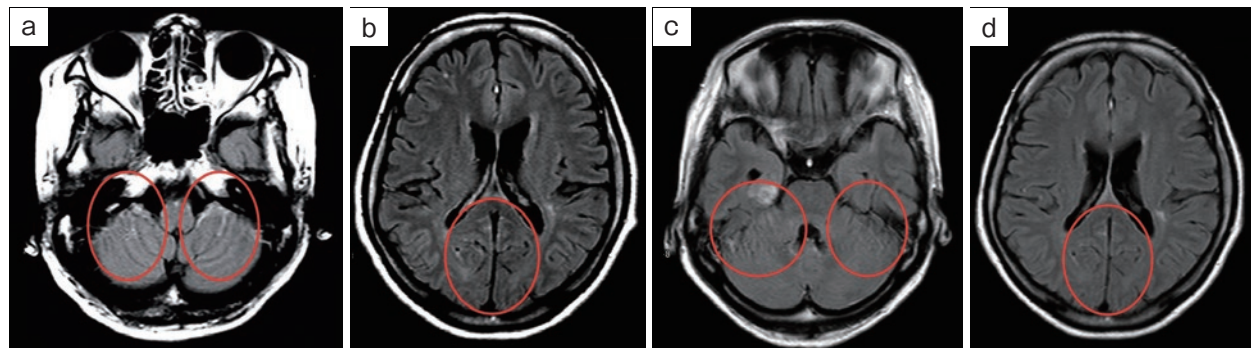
頭部造影MRI FLAIR像。(a, b) 診断時, (c, d) アファチニブ投与後18病日。診断時には脳表に多発する造影効果を認めるが, アファチニブ投与後18病日では造影効果が改善している(丸印)。
